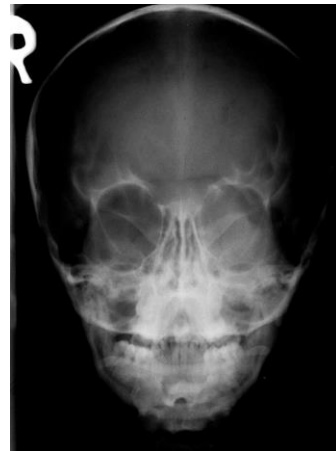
a) Radiografía lateral de cráneo en la cual se observa la sutura lambda abierta, maxilar hipoplásico, ángulo mandibular obtuso, b) Radiografía anteroposterior con hipoplasia maxilar y mandibular.⁹³
